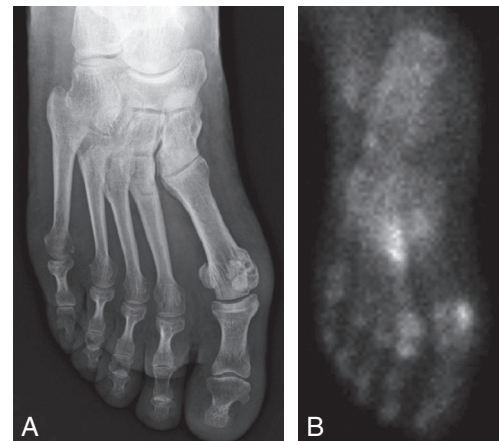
Apports de la combinaison scintigraphie osseuse-radiographie.
